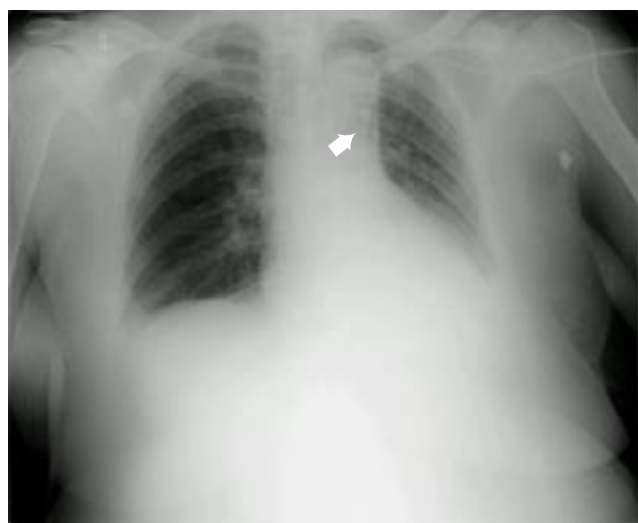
Radiografía anteroposterior de tórax visualizándose catéter subclavio izquierdo (flecha) con extremo distal proyectado en región mediastinal superior homolateral.
